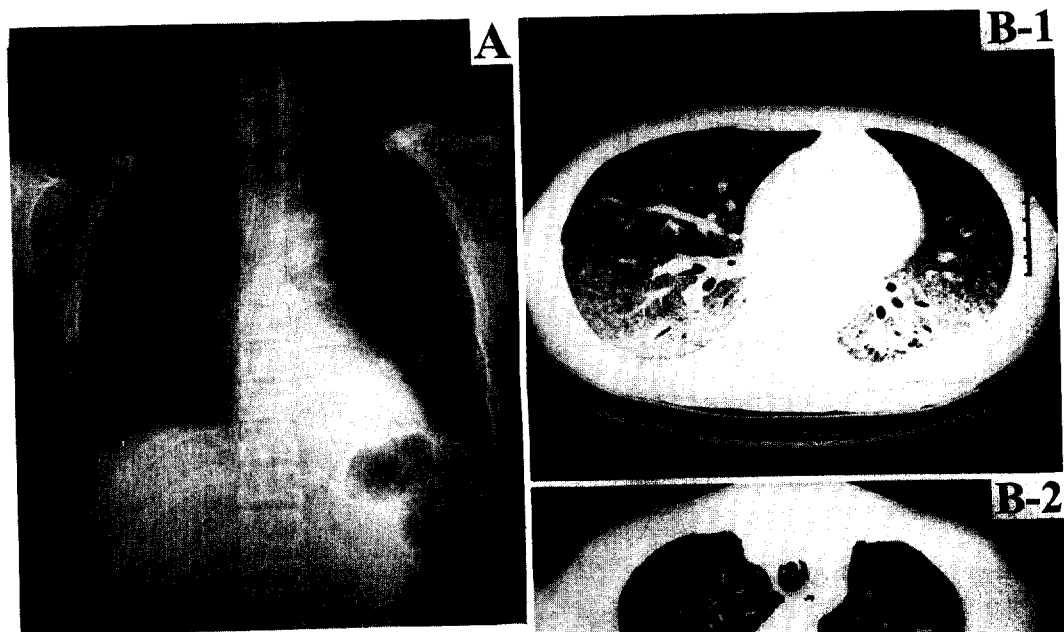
Chest radiograph and high resolution computed tomograph, taken at admission shows increased bilateral interstitial infiltration of both lower lung zone(A), increased extent and density of the ground-glass opacity in both lung zone and newly developed small cystic lesion(arrow) in left upper lobe (B-1, 2).
